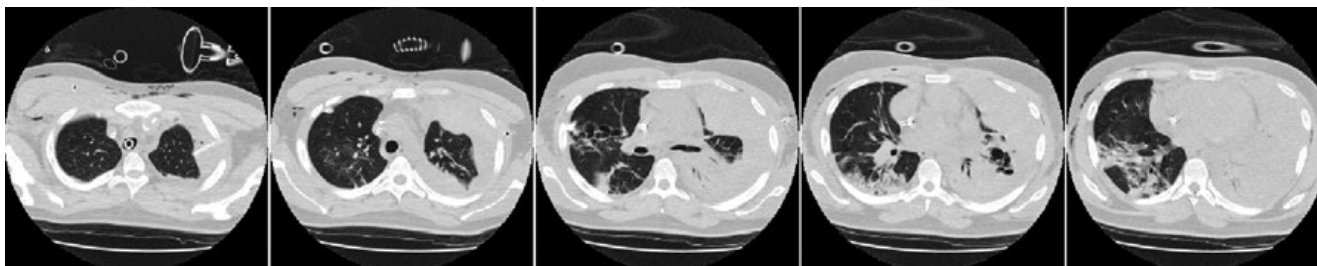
КТ ОГК от 08.02.17. Левосторонний гемоторгический плевральный выпот. Нижнедолевая пневмония справа в стадии начального разрешения, появление просветов бронхов в коллабированной нижней доле левого легкого. Малая подкожная эмфизема.
